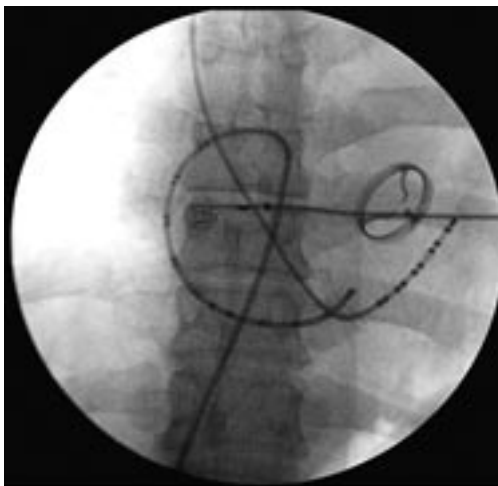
Рентгенограмма пациента 3. после протезирования МК: 10-полюсный электрод установлен в коронарном синусе, 20-полюсный электрод HALO установлен дистальным полюсом в устье коронарного синуса
